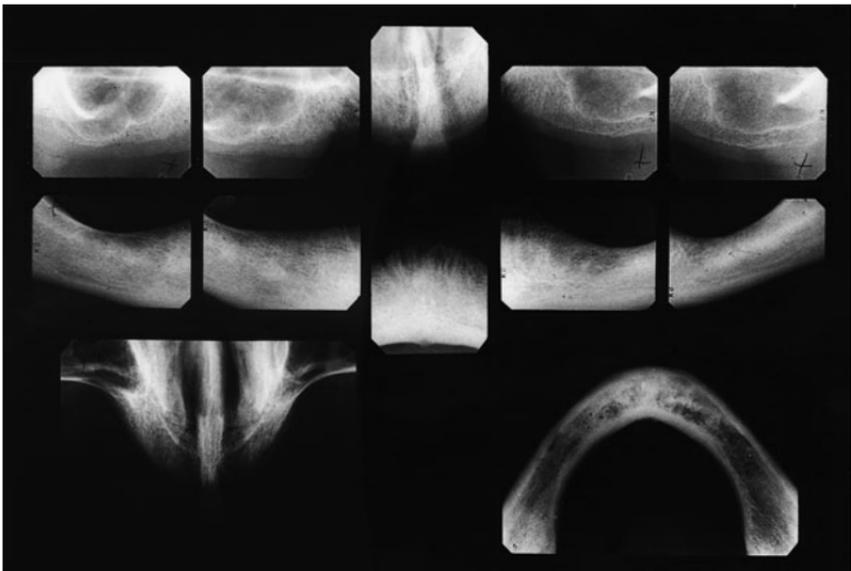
Röntgenstatus bei einem Zahnlosen mit intra- und extraoralen Zahnfilmen.
